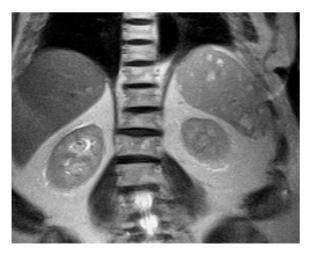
Metastasen eines amelanotischen malignen Melanoms, MRT. In T2-gewichteter koronarer Schichtführung zeigen sich multiple hyperintense Milzherde
